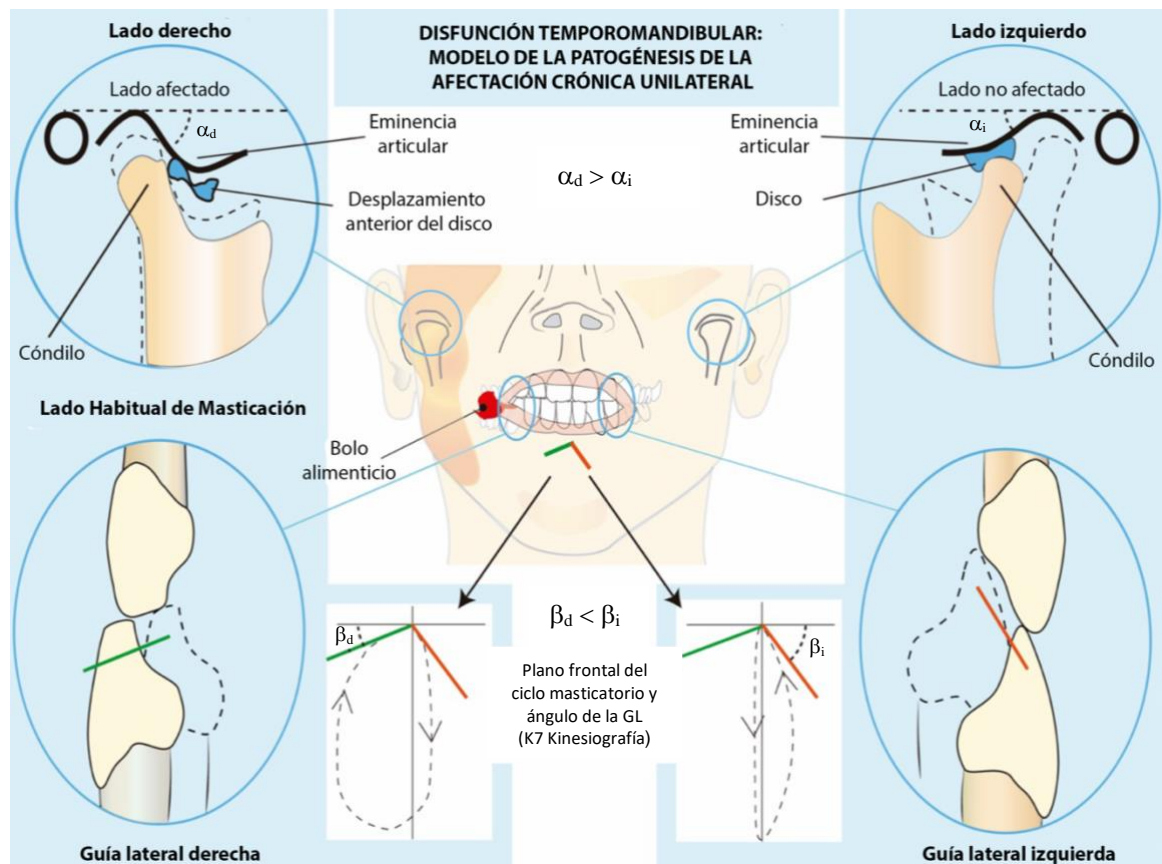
Características clínicas de un TMD crónico típico. Se observa esquemáticamente la presencia de la tríada en el lado afectado de la ATM (lado derecho): un ángulo de la TC más pronunciado (α_d), un ángulo de la GL más plano (β_d) y un lado habitual de masticación. Adaptado con permiso para utilización de la figura a partir del artículo “Asymmetry of dental or joint anatomy or impaired chewing function contribute to chronic temporomandibular joint disorders” Copyright 2021, Annal of Anatomy (Santana-Mora et al., 2021).
